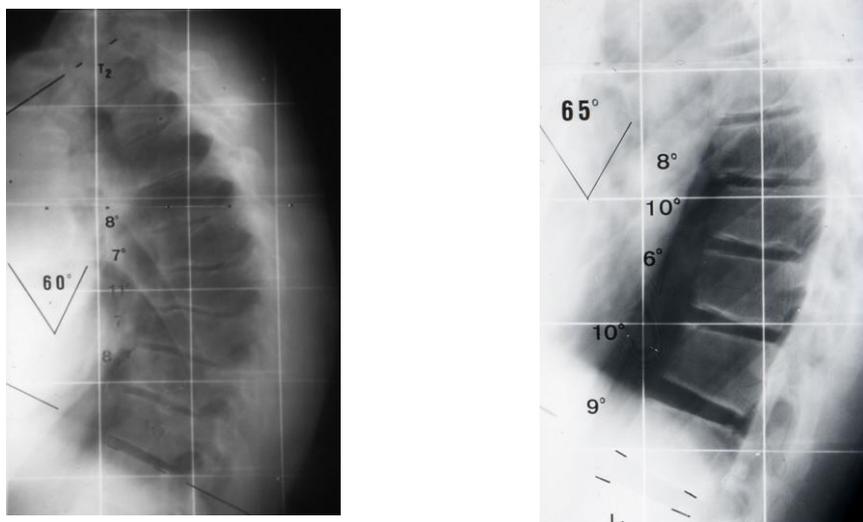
Radiografías laterales en pacientes con Cifosis Scheüermann
